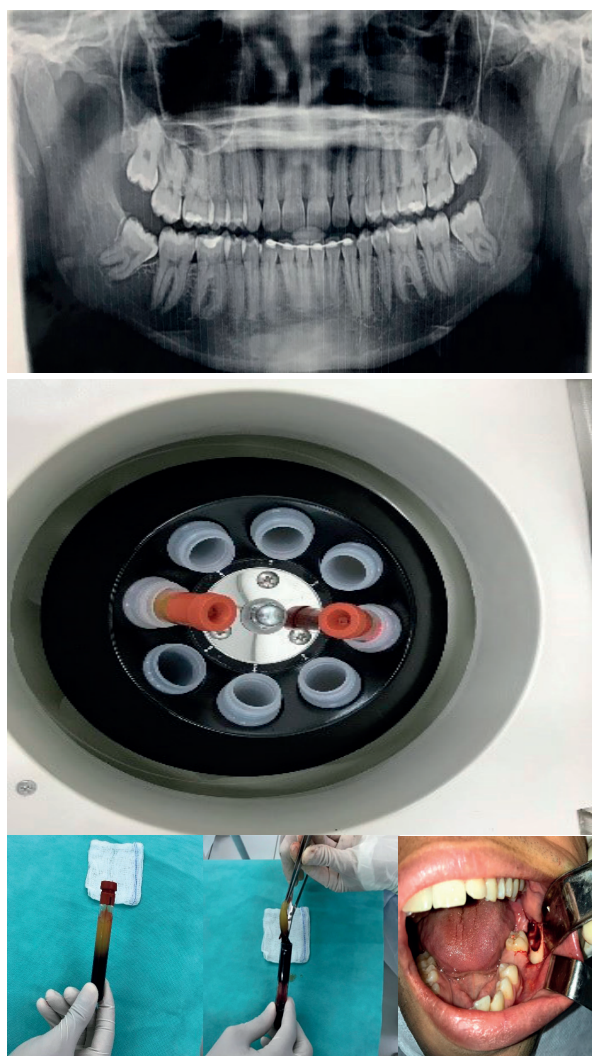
Utilização do coágulo leucoplaquetário. A, radiografia panorâmica demonstrando terceiros molares mesio-angulados. B, posicionamento dos tubos na centrífuga. C, Aspecto após a centrifugação e D, manipulação e corte da porção de interesse. E, aspecto do alvéolo pós-extração sem o coágulo.
